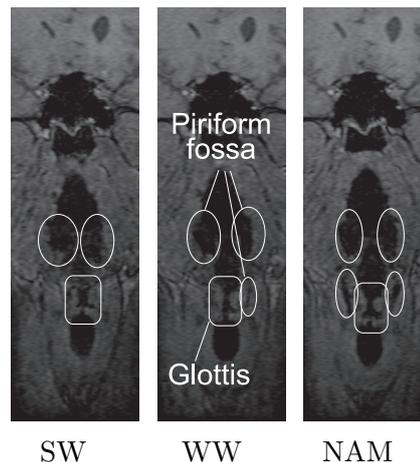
MR images on coronal plane (subject 1)
